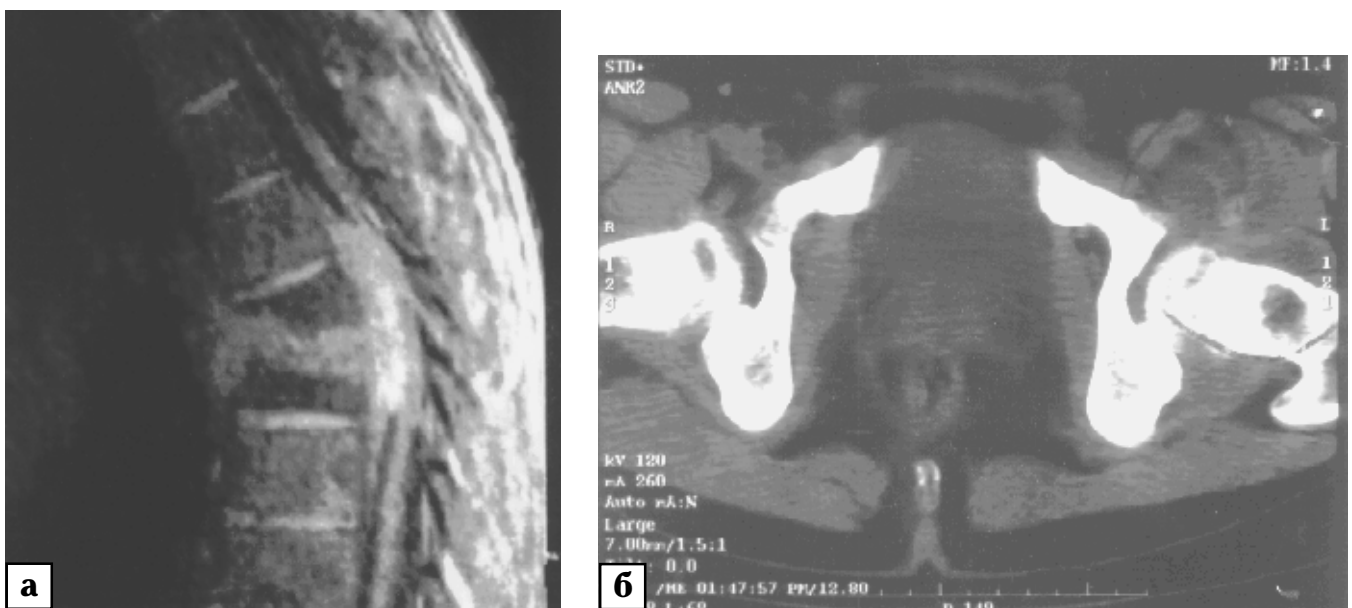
Магнітнорезонансна томографія: а — туберкульозний спондиліт D8–D9, візуалізація довжини, субстанції компресії спинного мозку (епідуральний абсцес); б — лівосторонній туберкульозний коксит, напливний абсцес у параартикулярних тканинах
